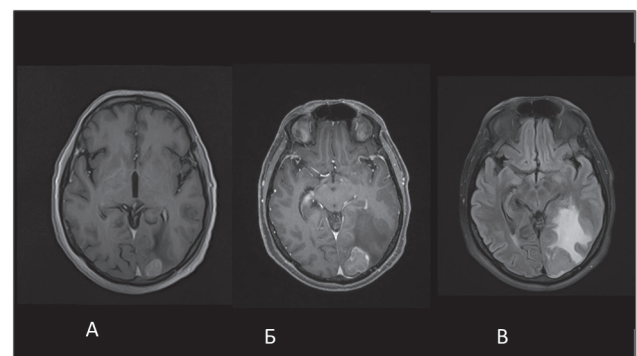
Пациент П. 56 лет. Рак прямой кишки ст III. Прогрессия: Метастаз в левую затылочную долю. МРТ: А – взвешенное по T_1 МРТ-изображение с контрастным усилением (КУ) при выявлении очага; Б и В – через 1 мес перед началом стереотаксической радиотерапии – быстрый рост, выраженный перифокальный отек (T_1 с контрастным усилением и T_2 /FLAIR режимы)
